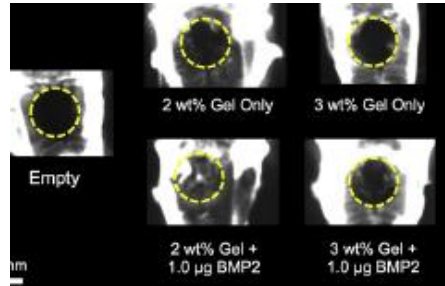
Radiografías con círculos que indican el área del defecto y donde se ven diferencias en radiopacidad entre las distintas formulaciones (32).
